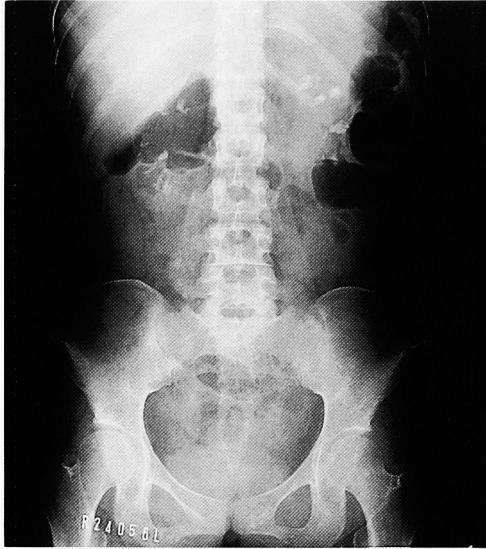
Radiograph (1995.11.7) showed multiple stones in bilateral kidneys when she was referred to our department.
